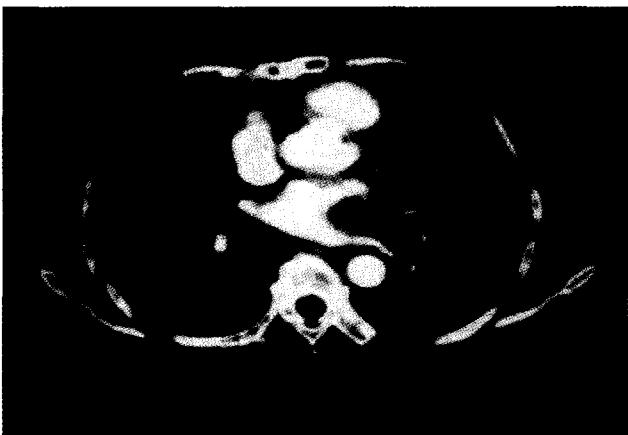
Postoperatively 1st year s follow-up chest CT shows the similar sized mass in left atrium since postoperative 30th day.
